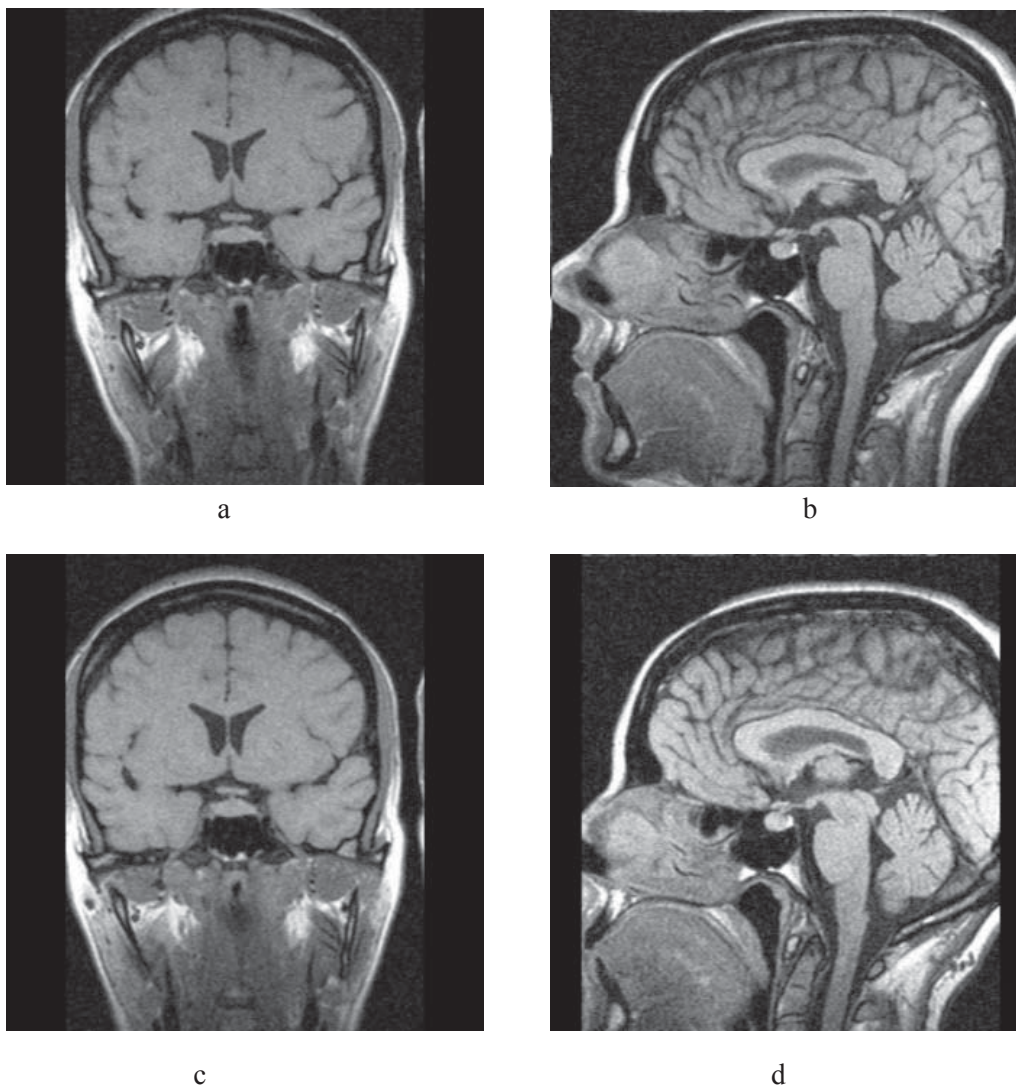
Томограммы больной Я. с аденопатией передней доли гипофиза, выполненные с интервалом в два года, прогрессирующей в динамике из-за отсутствия мотивации к лечению. Исходно – 2004 г. – пролактин – 56 нг/мл, фронтальные и сагиттальные сечения (а–b); прослеживаются мелкие до 1–2 мм гипоинтенсивные на T1 включения в передней доле гипофиза; (с–d) томограммы больной Я. спустя два года. Пролактин 125 нг/мл, гипоинтенсивные включения в передней дольке носят более выраженный характер. Размеры включений до 2–3 мм, включения не склонны к слиянию. Отмечается прирост общих размеров гипофиза в пределах 1–2 мм. Появилась небольшая, в пределах 1 мм, девиация воронки гипофиза влево, хиазма свободно расположена, хотя и соответствует критериям сельярной гипертензии
